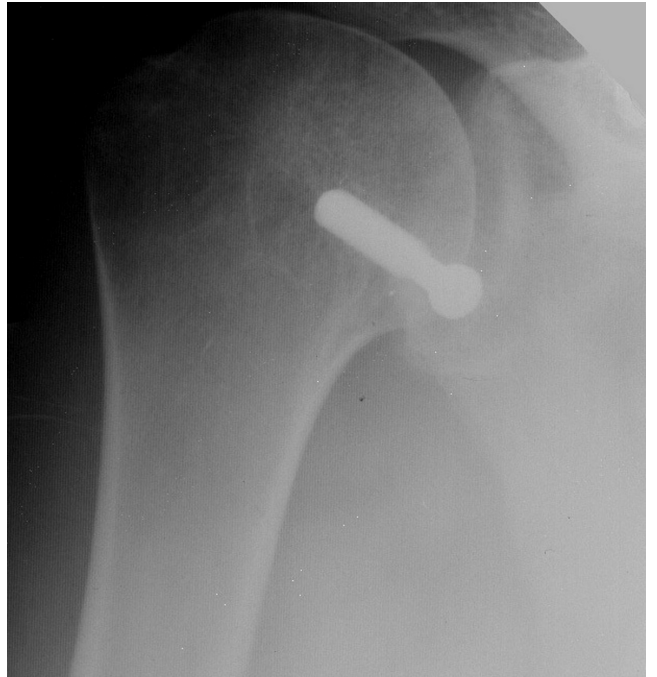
Рентгенограмма плечевого сустава после транспозиции клювовидного отростка в дефект головки.
